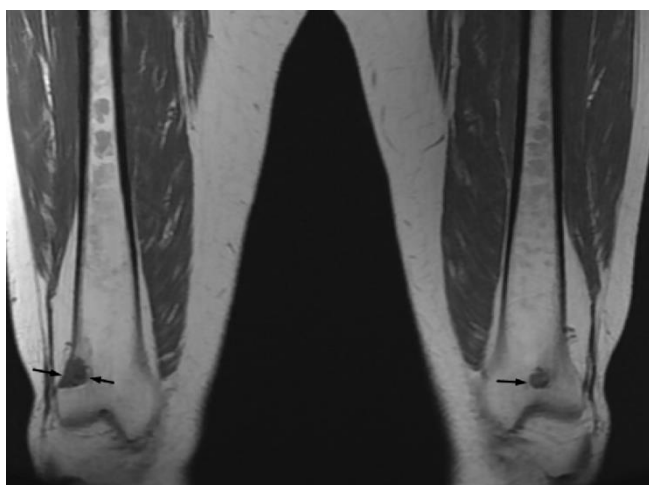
МРТ-исследование. Образования дистальных метаэпифизов бедренных костей (стрелки)
